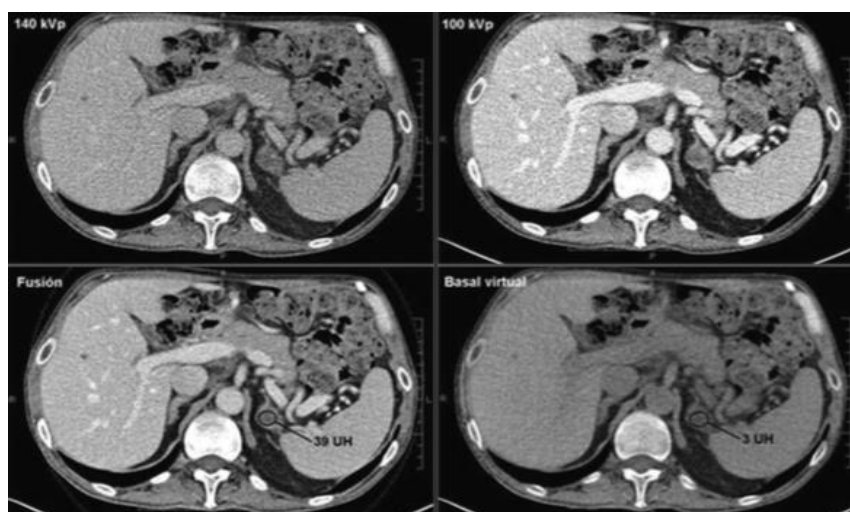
TC MD de doble energía que permite suprimir el contraste yodado de las imágenes, simulando un estudio sin contraste.
